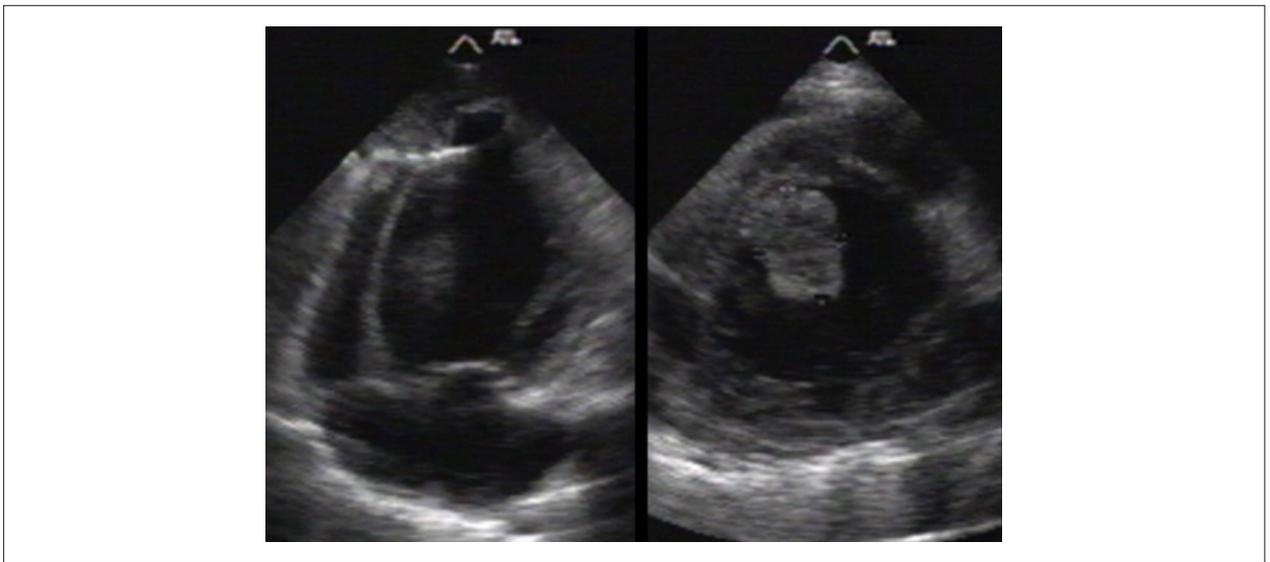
e 1B - Ecocardiograma transtorácico. Pseudo An em região apical do VE com trombo no seu interior e trombo na cavidade ventricular.
